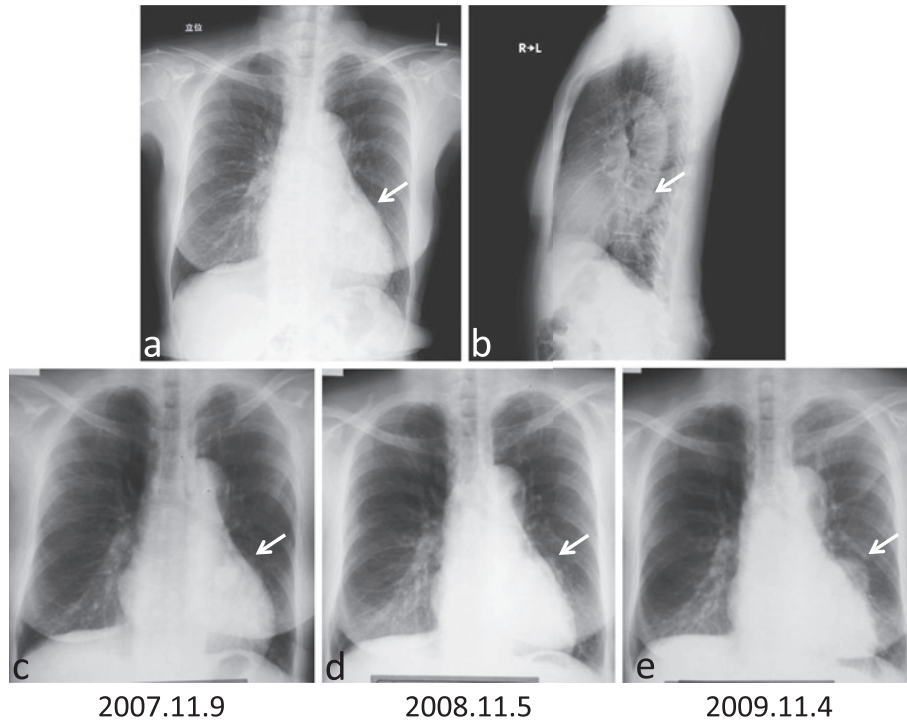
(a) Chest posterior-anterior (P-A) X-ray film on admission shows a tumorous shadow overlapping a cardiac shadow in the left lower lung field (arrow). (b) Chest right-left (R-L) X-ray film shows a tumorous shadow behind the cardiac shadow (arrow). (c) (d) (e) Chest P-A X-ray films during the past 3 years. The size of the tumor appeared to increase.
